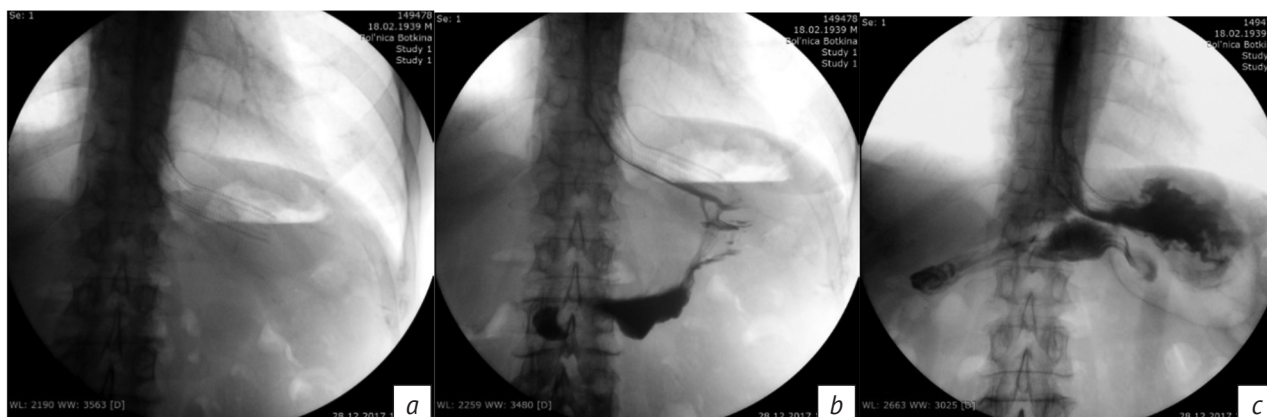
Пример удачного стентирования, выполненного по результатам предоперационной рентгенологической разметки (*a–c*)
